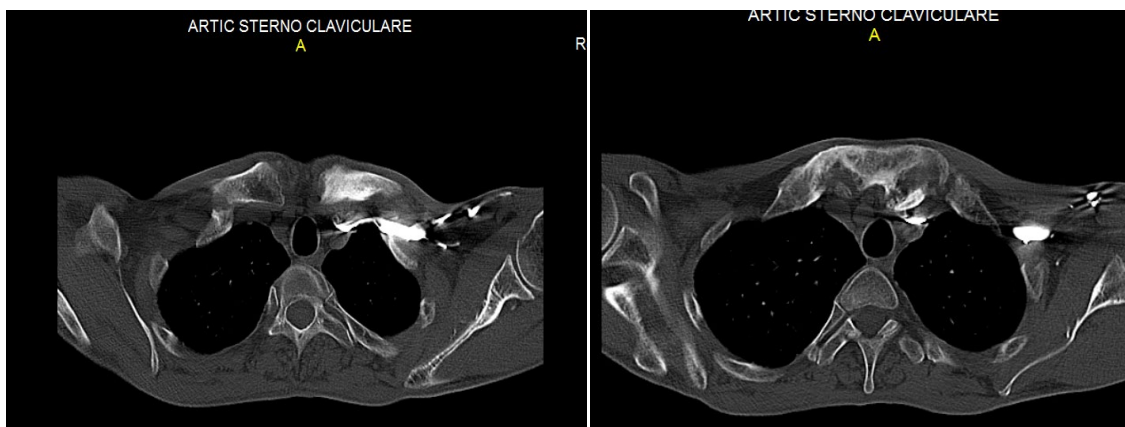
Computer tomograf toracic: artrită sternoclaviculară, leziuni litico-condensante și osteită clavicula stângă
